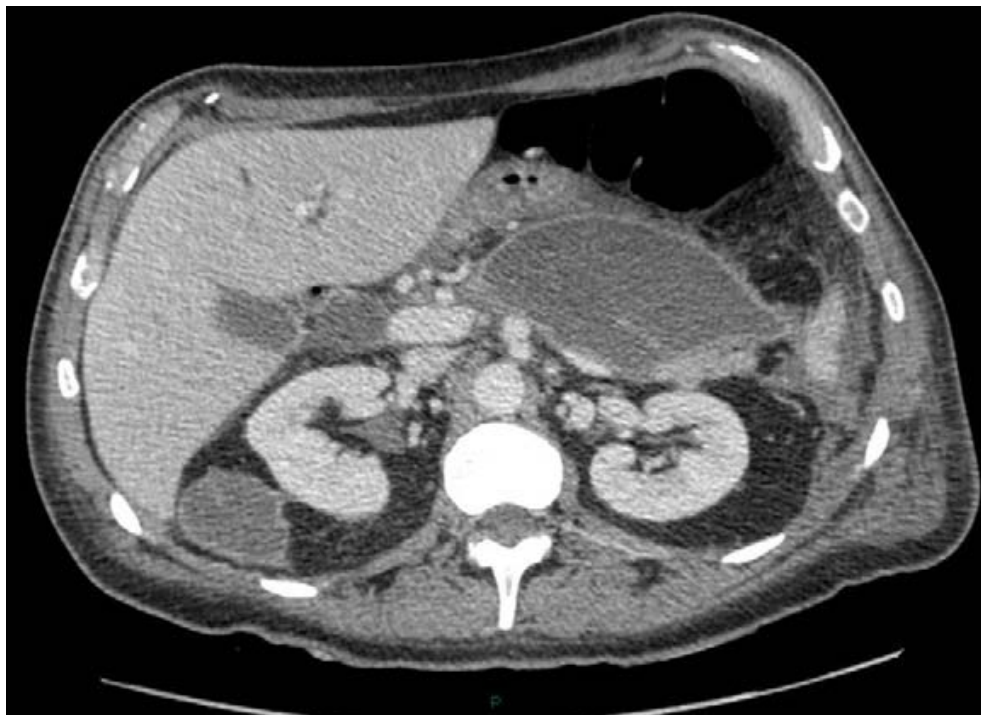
Classification Balthazar au TDM : Stade D : Une coulée de nécrose
